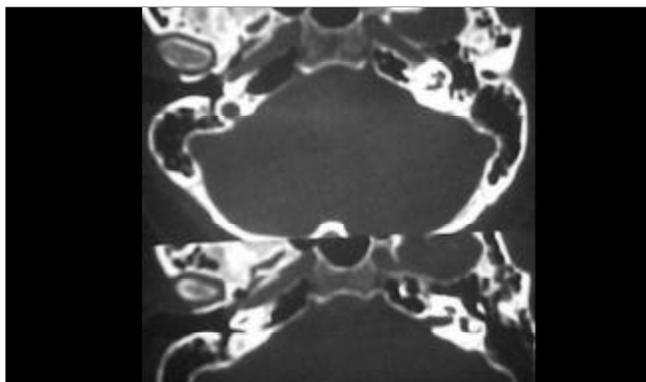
TC de ossos temporais (corte axial) mostrando velamento circunscrito no promontório à direita.
